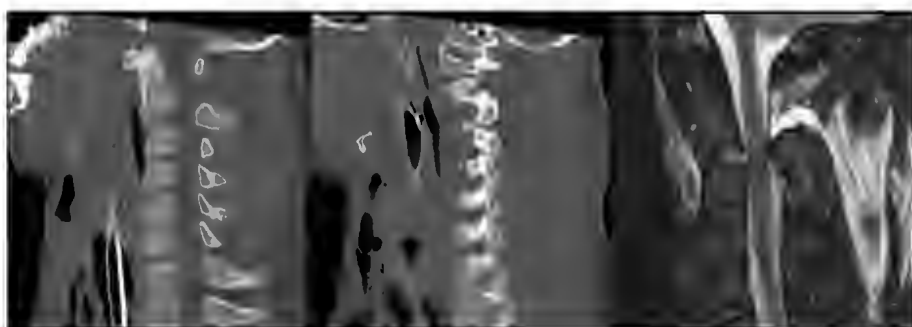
CT- und MRT-Bilder einer Typ-IIa-Hangman-Fraktur nach SMV durch Erhängen
